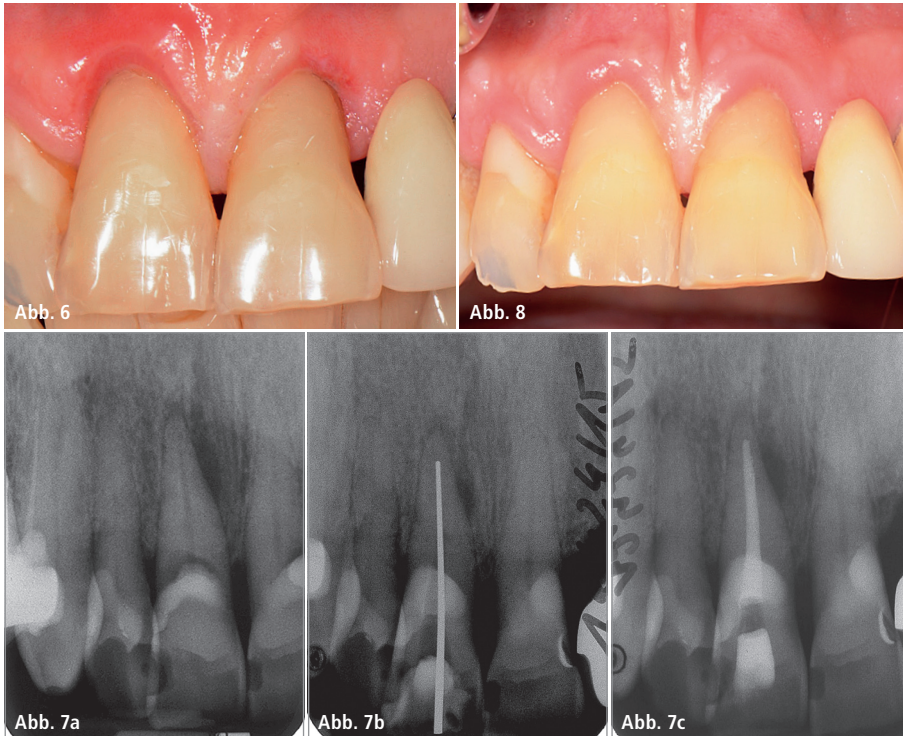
Zustand nach 14 Tagen (leichte Rötung der Gingiva). – Abb. 7: Röntgendokumentation der Wurzelfüllung bei 11 (a: diagnostische Aufnahme, Aufhellung mesial in apikalen Wurzeltrittel, b: Messaufnahme mit Silberstift, c: Röntgenkontrolle nach WF). – Abb. 8: Ausheilung nach drei Monaten, entzündungsfreie Gingiva.
